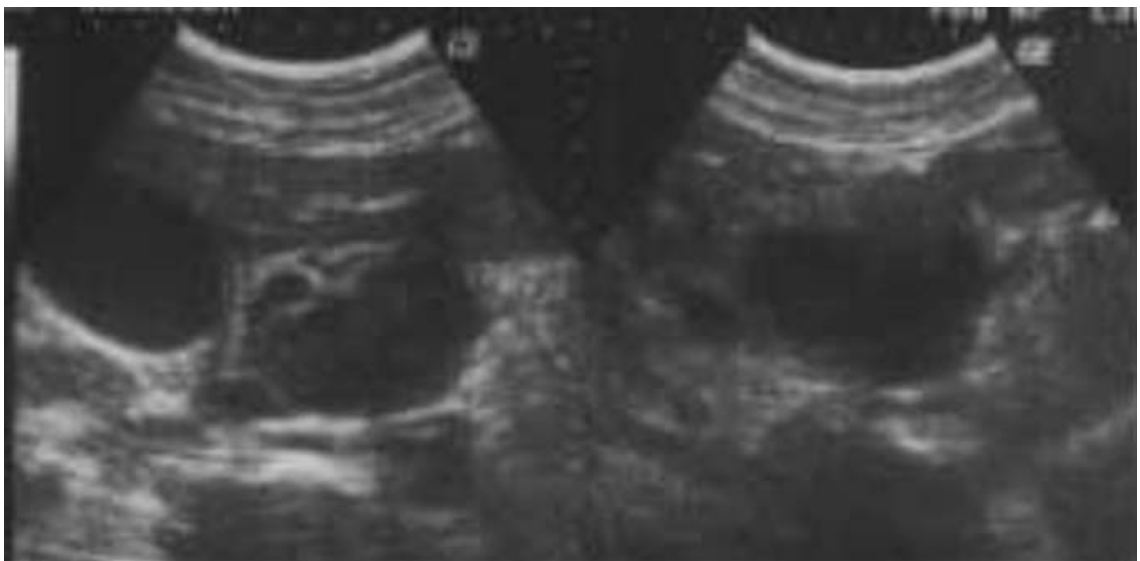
Échographie abdominale : masse hypoéchogène semblant être développée aux dépens de la tête du pancréas, qui se révèle être à la laparotomie exploratrice une volumineuse adénomégalie de la faux de l'artère hépatique [133].
